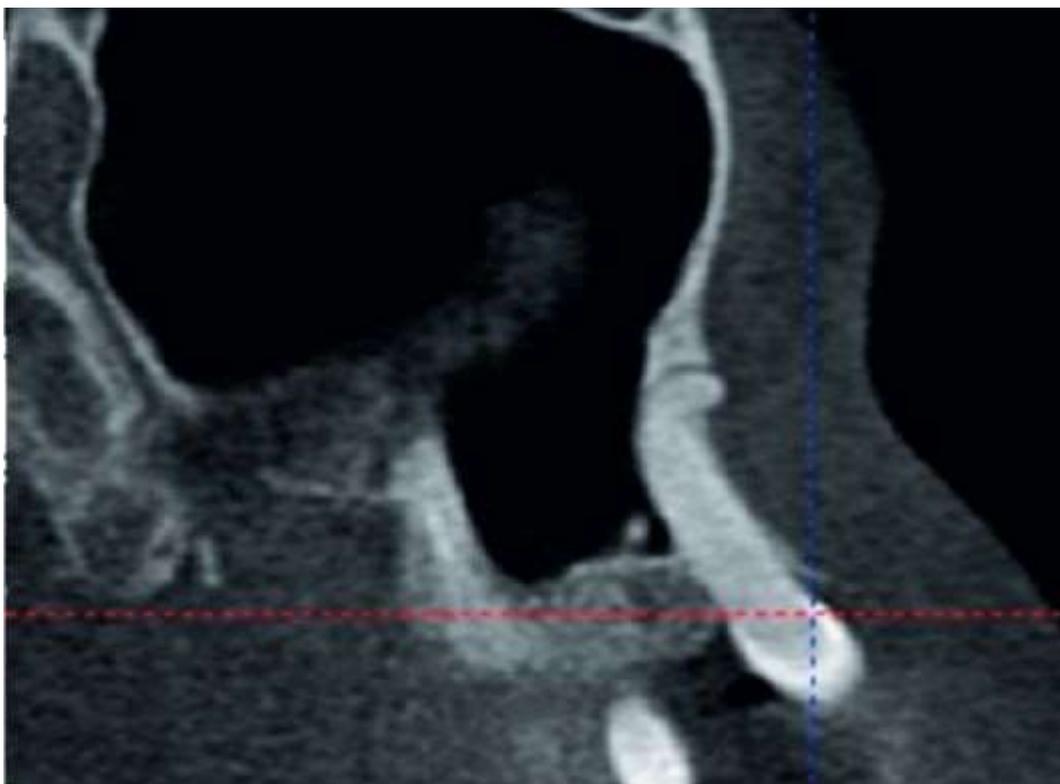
Компьютерная томография при диагностике анкилоза зубов
